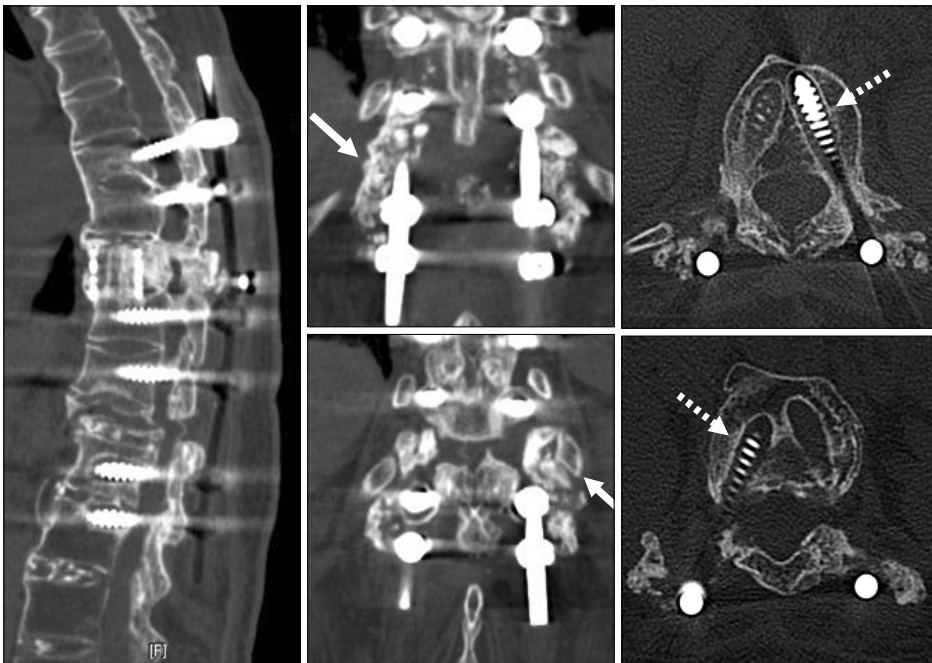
The loss of correction with loosening of screws at L1 and L2 (dot arrows) was seen on the computed tomography. We used teriparatide $20 \mu\text{g}$ once a day to protect against aggravation of the loosening and to achieve early grafted bone union. The grafted bone was not united solidly (solid arrows).
